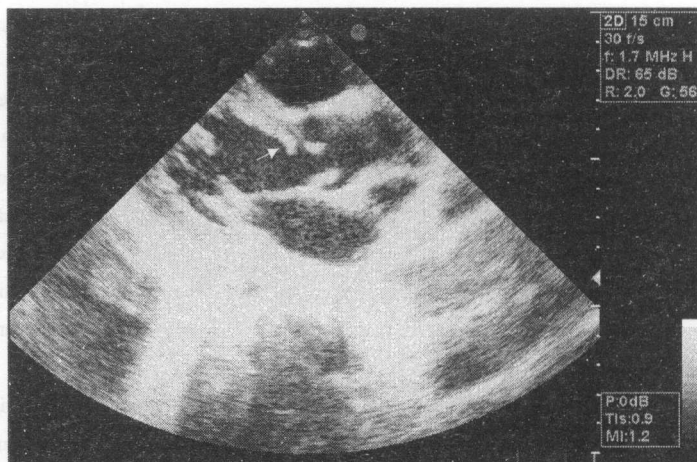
Membrana subaortală (săgeata). Secțiunea parasternală longitudinală.
